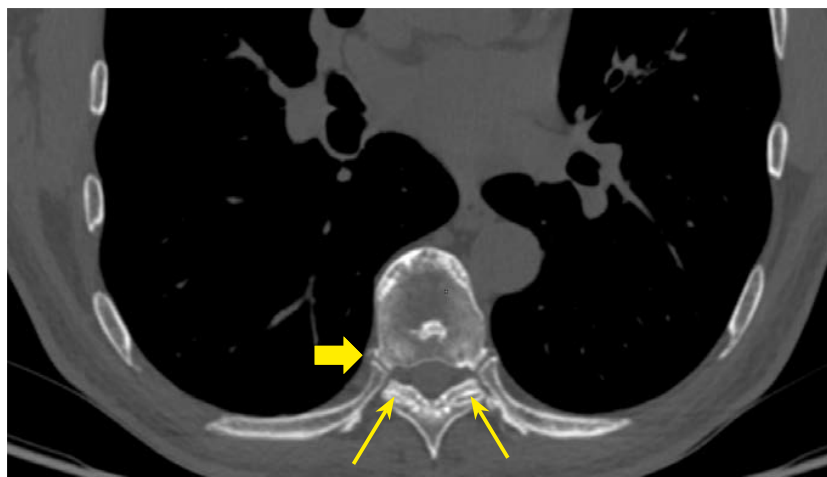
МСКТ пациента А. с акромегалией 37 лет, аксиальная проекция (склероз субхондральных отделов с сужением суставной щели, тонкие стрелки), ОА реберно-позвоночных суставов (склероз субхондральных отделов с наличием остеофитов, толстая стрелка).
